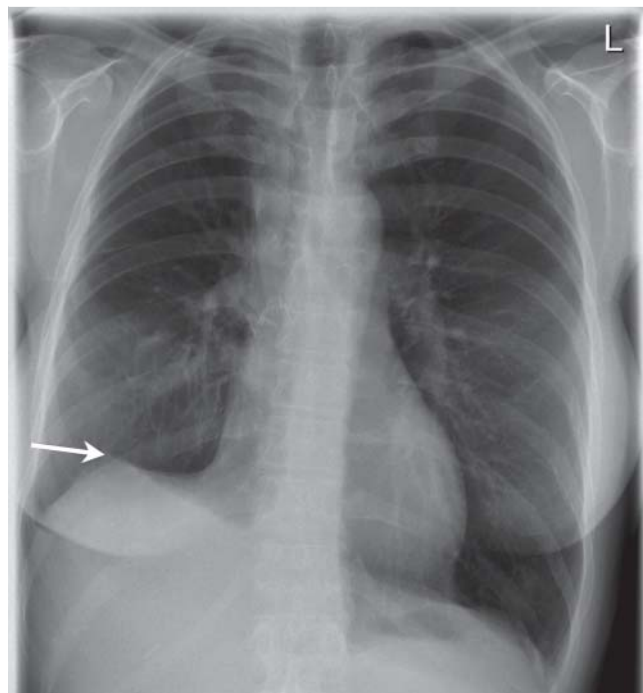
Röntgenbild mit juxtaphrenischem Peak (Pfeil) nach Oberlappenresektion rechts.
